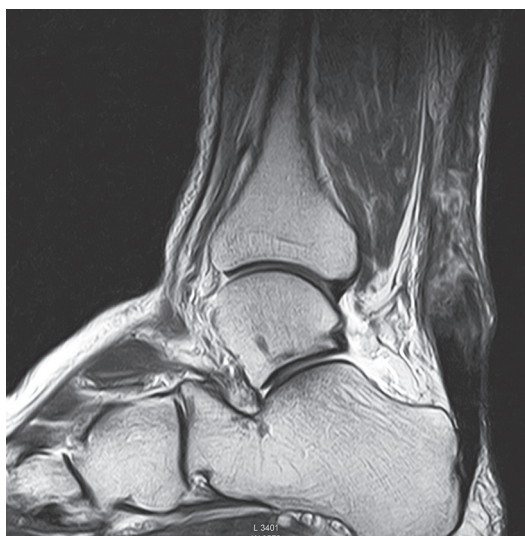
Утолщенное сухожилие, сросшееся рубцом с удлинением. Сагиттальный срез МРТ 3 Тл
